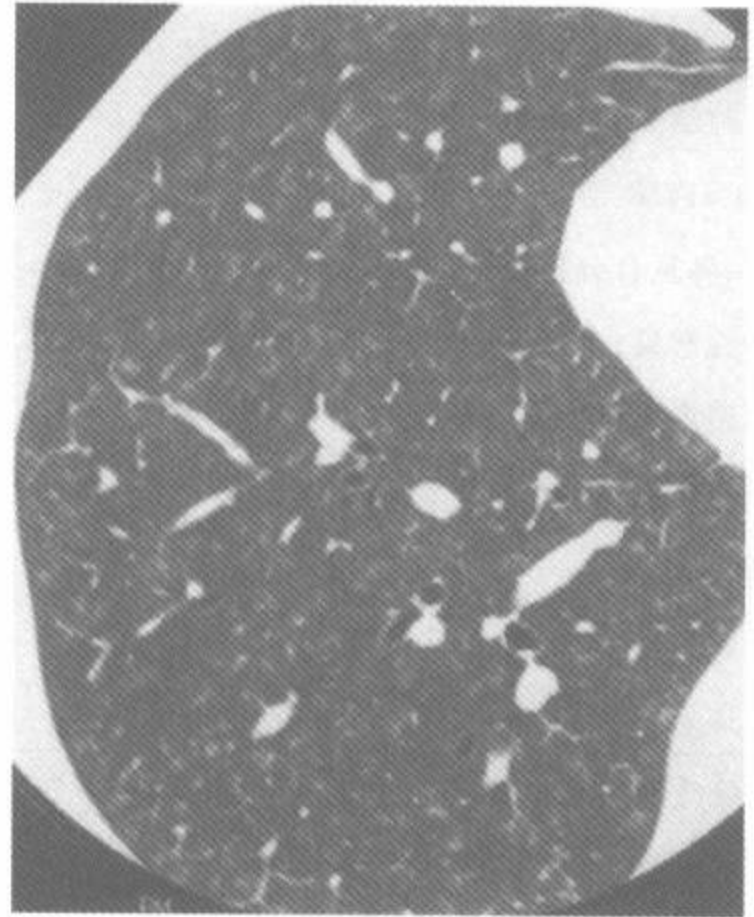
有提示性 HRCT 表现的过敏性肺炎
